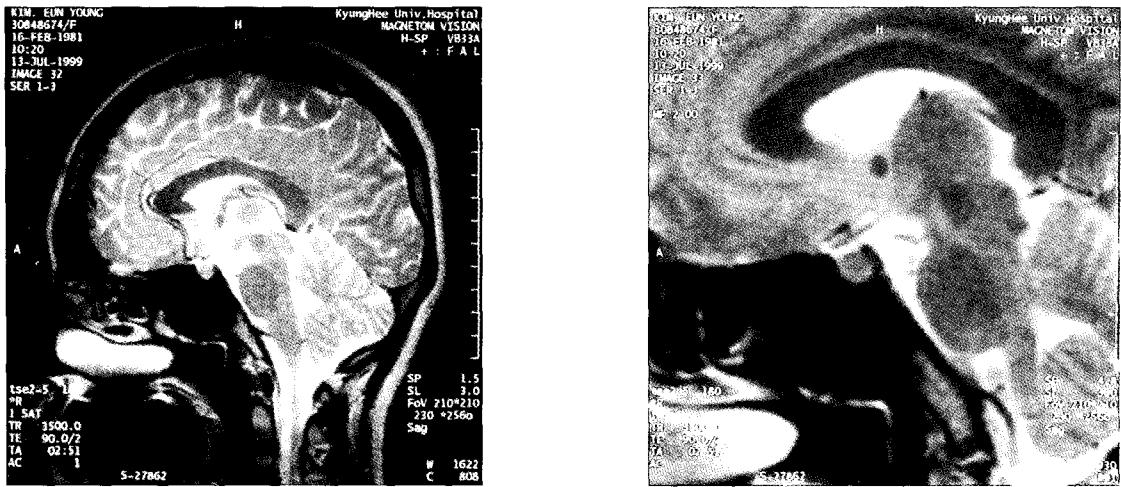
The sagittal view of brain sella MRI(left) & enhance(right) in central diabetes insipidus patient.
